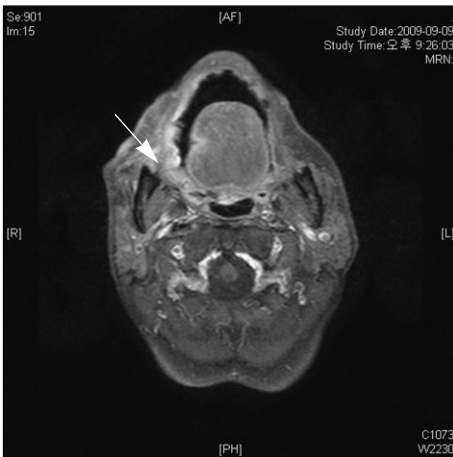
Coronal and axial MRI showing soft tissue mass on right buccal cheek. (MRI: magnetic resonance imaging)
